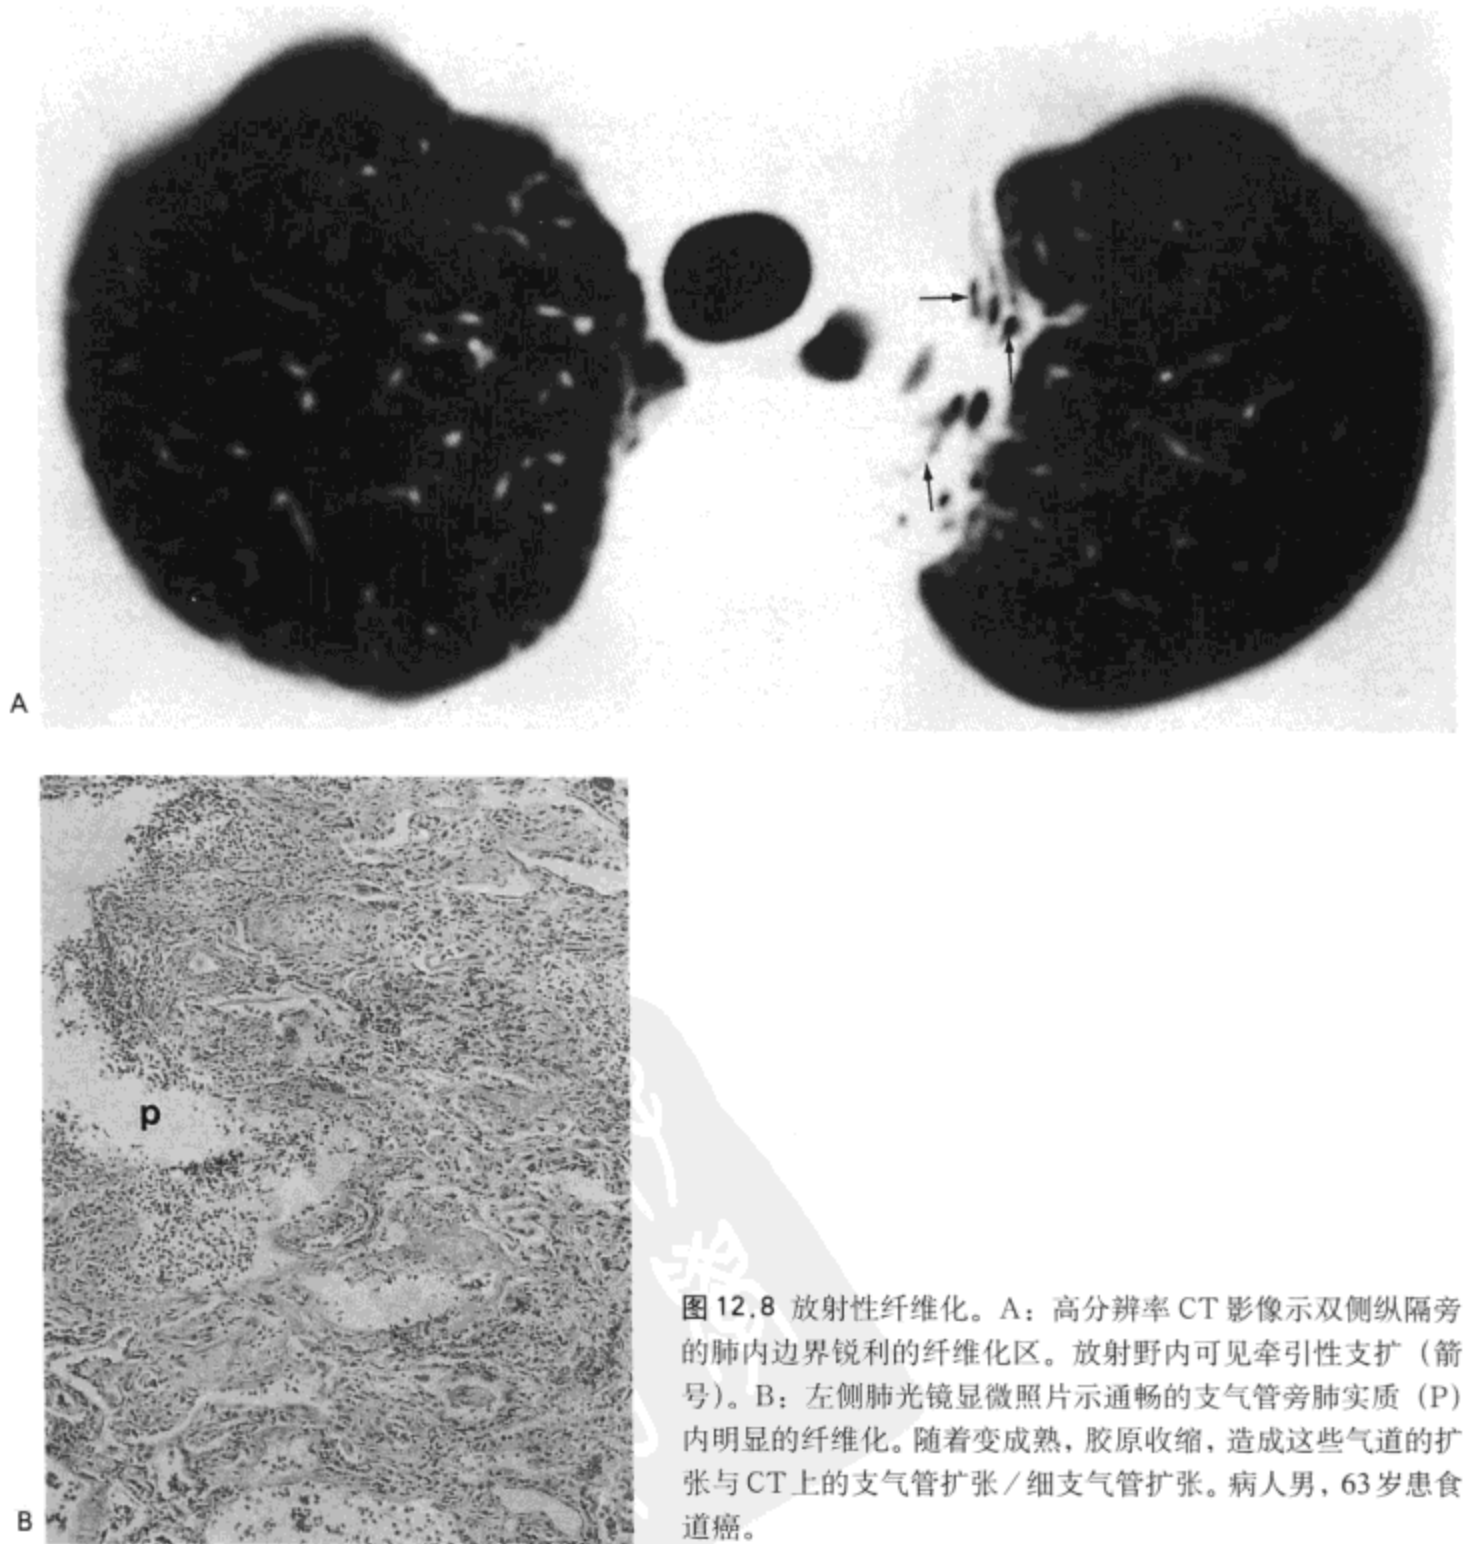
放射性纤维化。A：高分辨率CT影像示双侧纵隔旁的肺内边界锐利的纤维化区。放射野内可见牵引性支扩（箭头）。B：左侧肺光镜显微照片示通畅的支气管旁肺实质（P）内明显的纤维化。随着变成熟，胶原收缩，造成这些气道的扩张与CT上的支气管扩张/细支气管扩张。病人男，63岁患食道癌。
